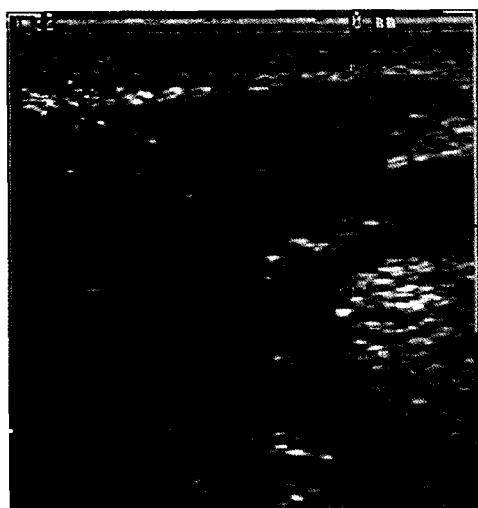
Ultrasonographic image. The swelling of the submandibular gland and punctate low echogenicity in the parenchyma indicate sialadenitis.
